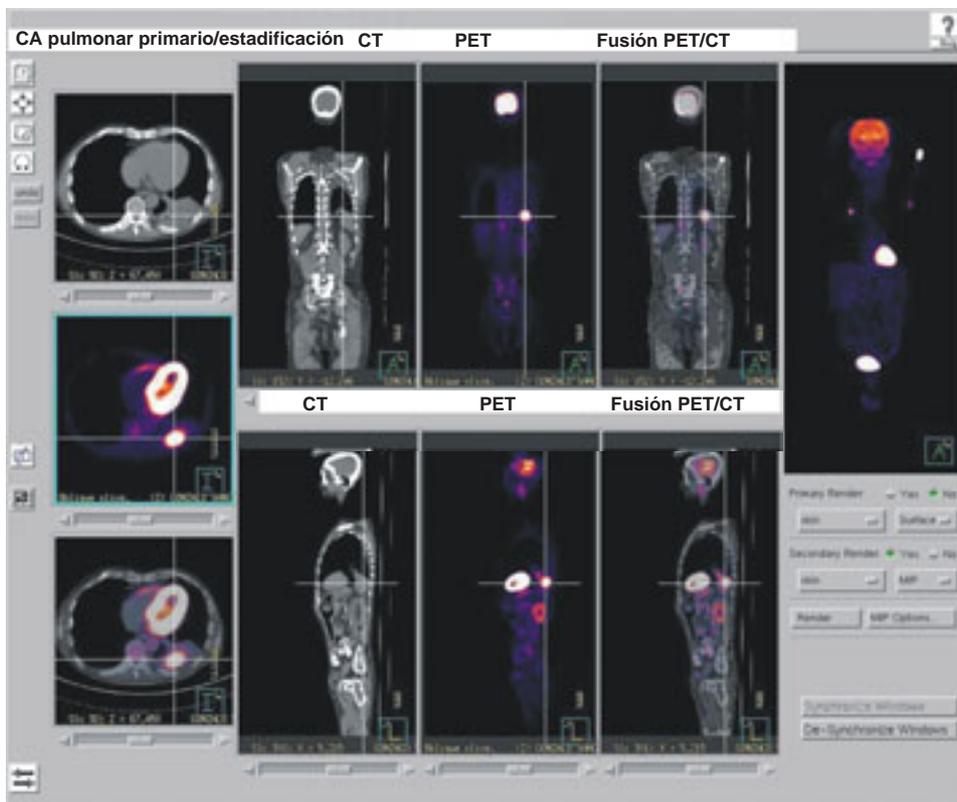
Cáncer pulmonar primario. Estadificación PET/CT.
